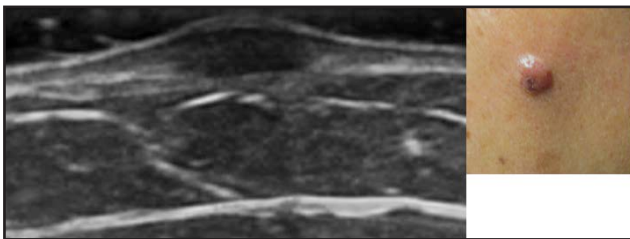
Nevus intradérmico. Lesión intradérmica, bien definida, hipocogénica sin señal Doppler color.
